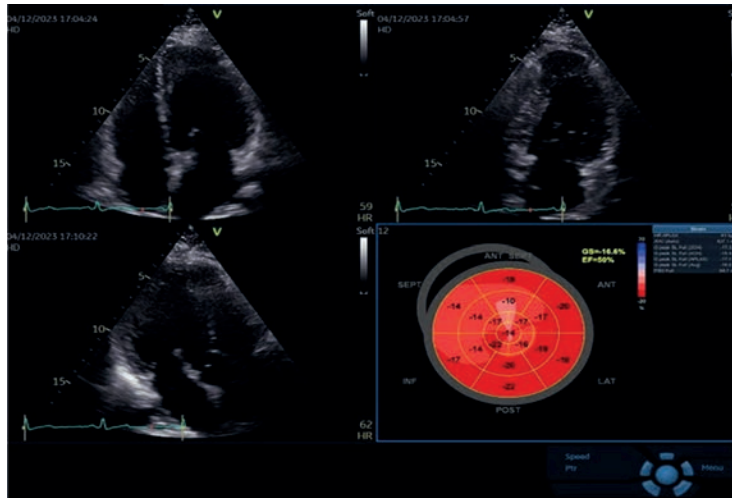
Echocardiography in patient L. after six months of S/V treatment.
